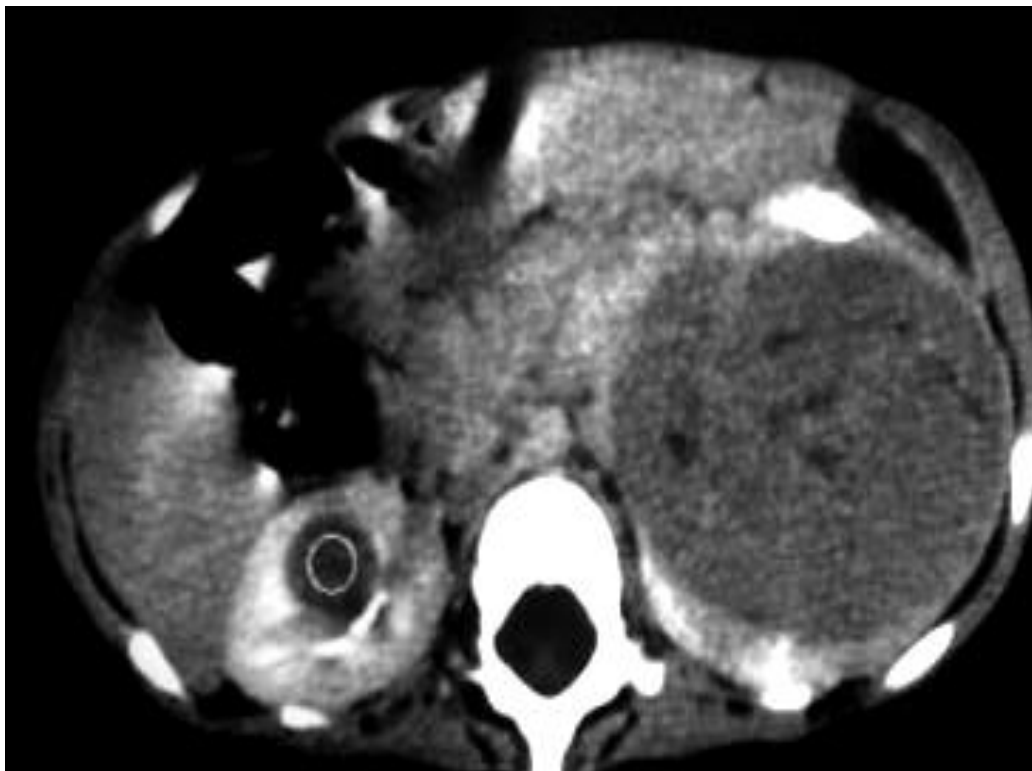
Компьютерная томография билатеральной нефробластомы солидного строения с некротическими участками. Контрастное вещество в компремированной чашечке.
